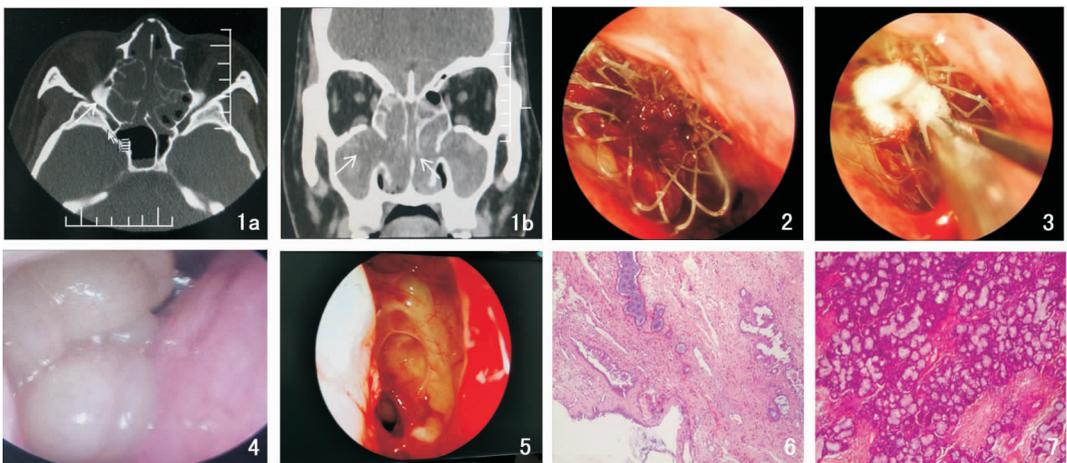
术前CT检查 1a:冠状位;1b:水平位 注:箭头处为筛窦及窦口鼻窦复合体阻塞处。图2 全降解鼻窦药物支架系统置入窦口鼻道复合体处 图3 药物支架中填塞布地奈德混悬液浸泡的明胶海绵将其固定 图4 术前鼻内镜下荔枝样鼻息肉样变 图5 术后4周鼻内镜下改变 图6 水肿型鼻息肉,伴嗜酸性粒细胞浸润 (HE $\times 200$) 图7 腺型鼻息肉,伴嗜酸性粒细胞浸润 (HE $\times 200$)
